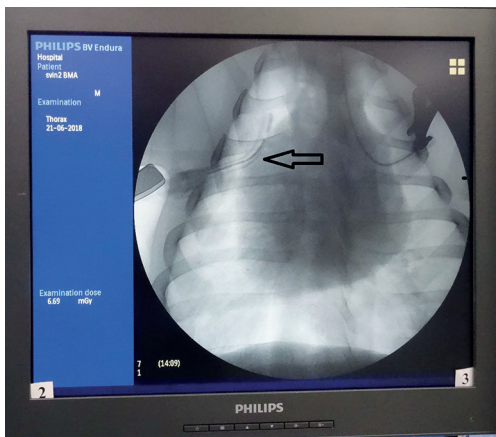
Рентгенограмма груди. Напряженный пневмоторакс ликвидирован, дренажный катетер визуализируется в IV межреберье
